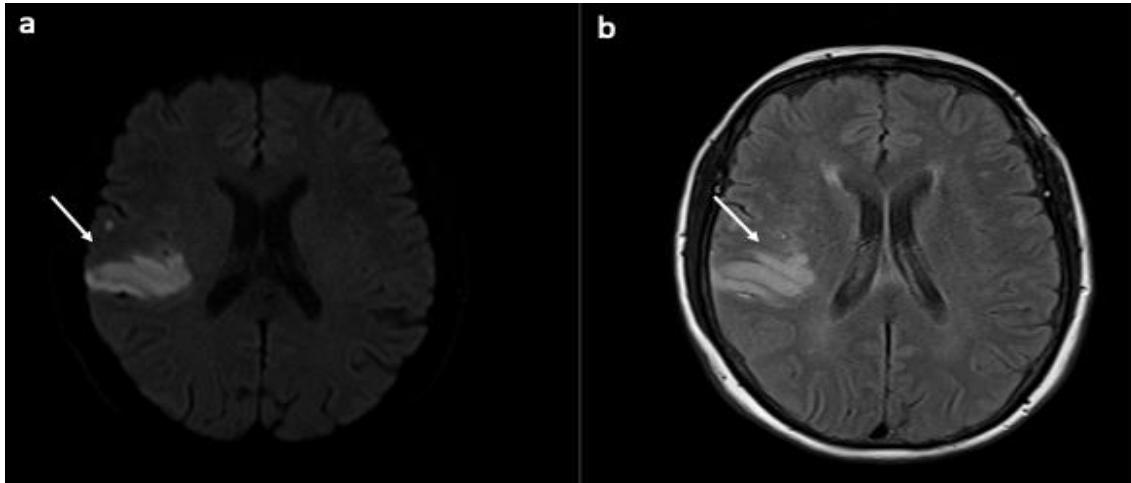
Axiale DWI-Sequenz (a) mit embolischem Teilinfarkt der Arteria cerebri media rechts, demarkiert in der FLAIR (b)
